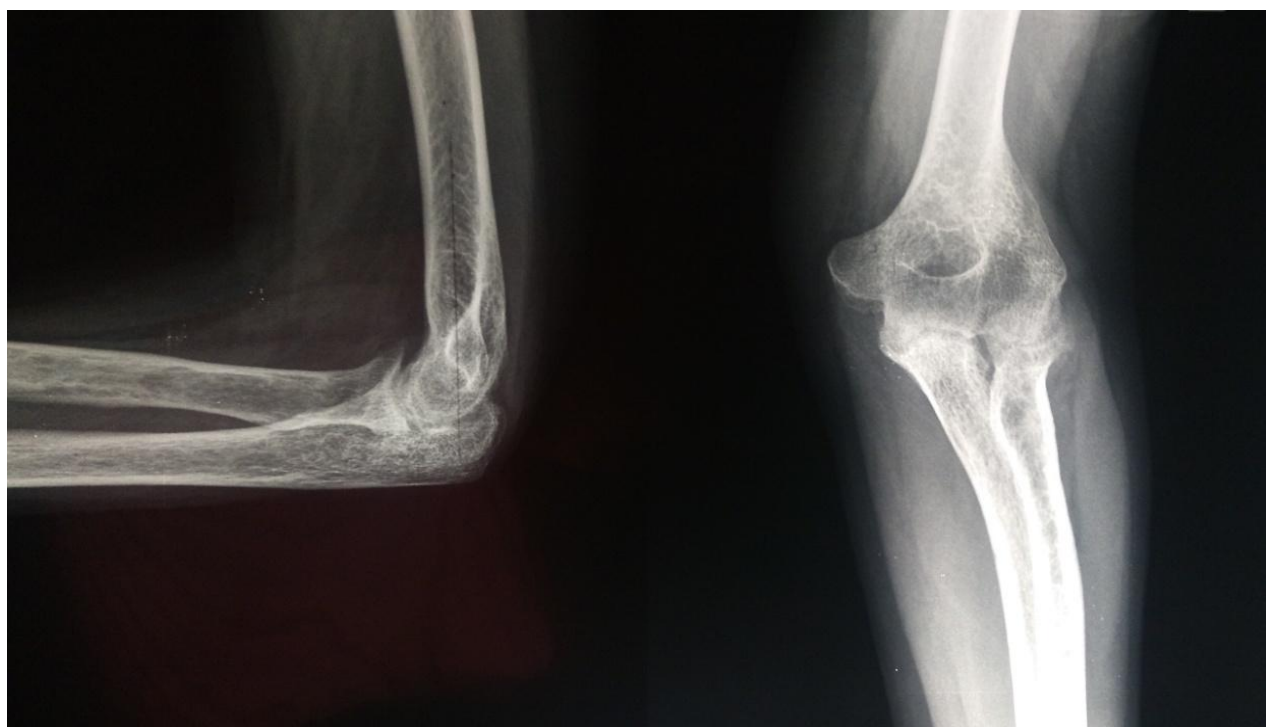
Рентгенограммы правого локтевого сустава пациента с IV стадией ревматоидного артрита по классификации А. Larsen (Larsen A., 1977)
